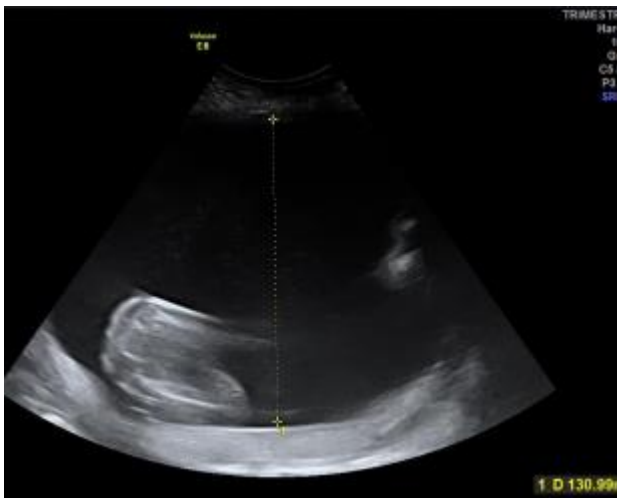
image échographique objectivant l'hydramnios chez J2
